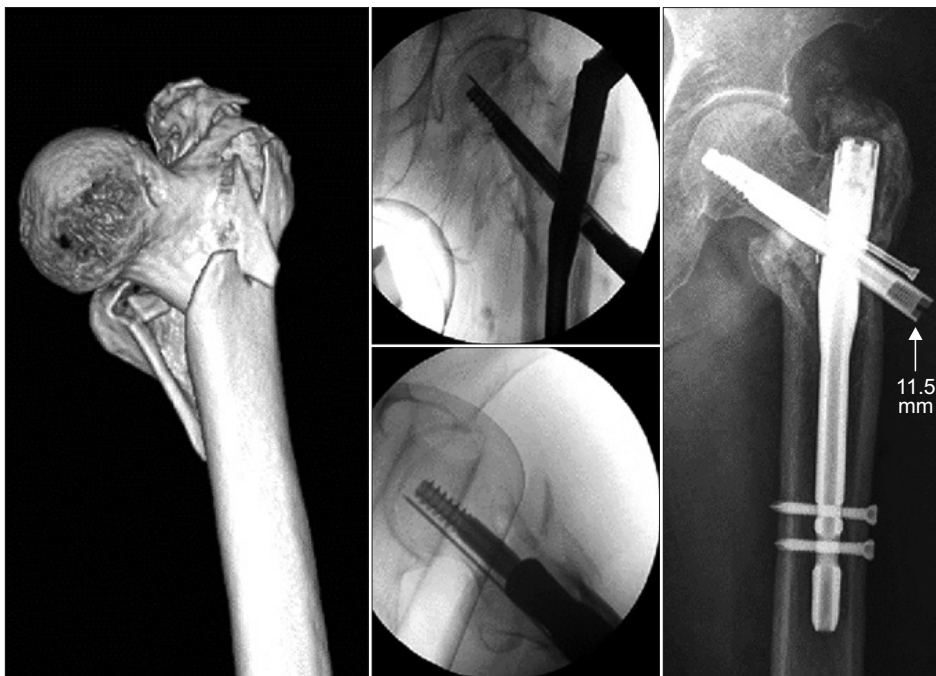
Three-dimensional computed tomography images of 31-A2, 31-A3 fracture and excessive postoperative sliding after closed reduction and cephalomedullary nailing. The closed reduction appears to be anatomical or acceptable, at least by fluoroscopic examination. This presence of an intramedullary nail does not control the sliding amount effectively.
